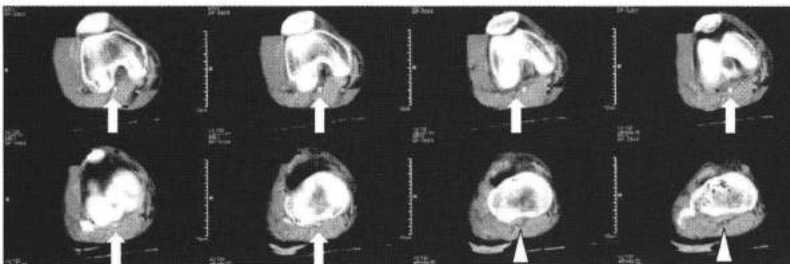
下腿造影 CT 検査: 膝窩動脈の遠位で血流途絶していた (矢頭)。
